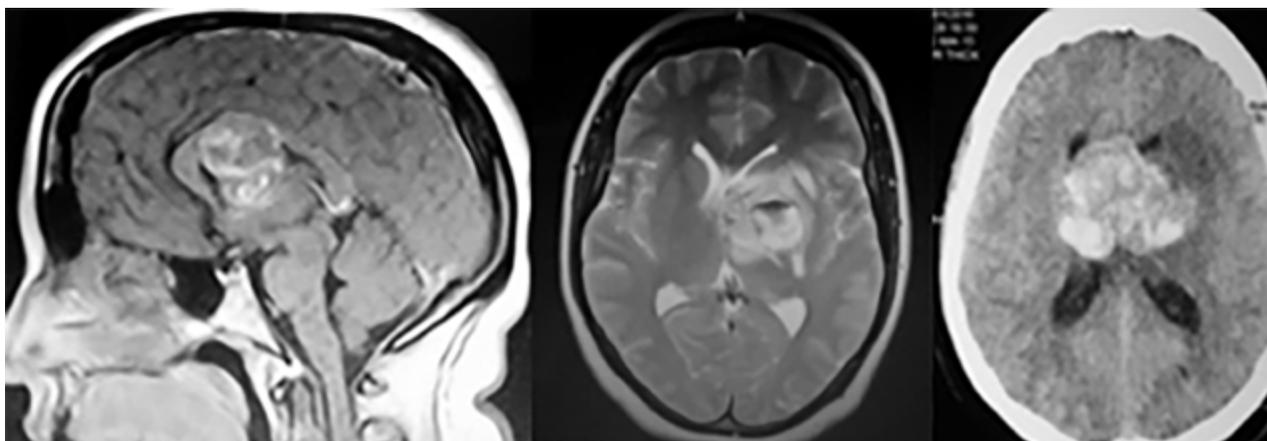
A: RMN secuencia T1 corte sagital donde se observó una lesión lobulada heterogénea con áreas hiperintensas comprometiendo cuerpo calloso y tercer ventrículo. B: RMN secuencia T2 corte axial donde se evidencia compromiso de ganglios de la base, cápsula interna y sistema ventricular. C: TAC encéfalo sin contraste corte axial donde se evidenció lesión de voluminoso tamaño mayoritariamente hiperdensa, con compromiso de morfología ventricular y ausencia de hemoventrículo.
